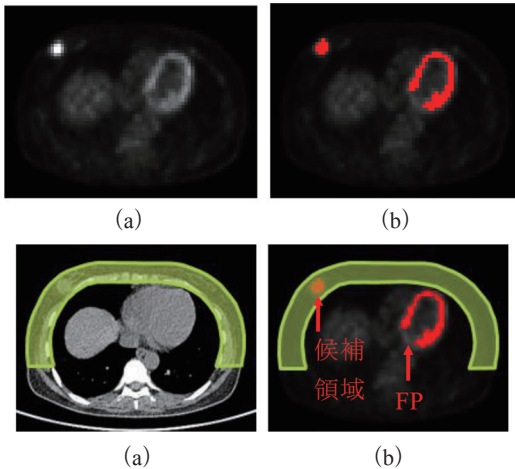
高集積領域の自動検出。(a)PET原画像、(b)二値化画像、(c)乳房領域抽出画像、(d)検出結果。
